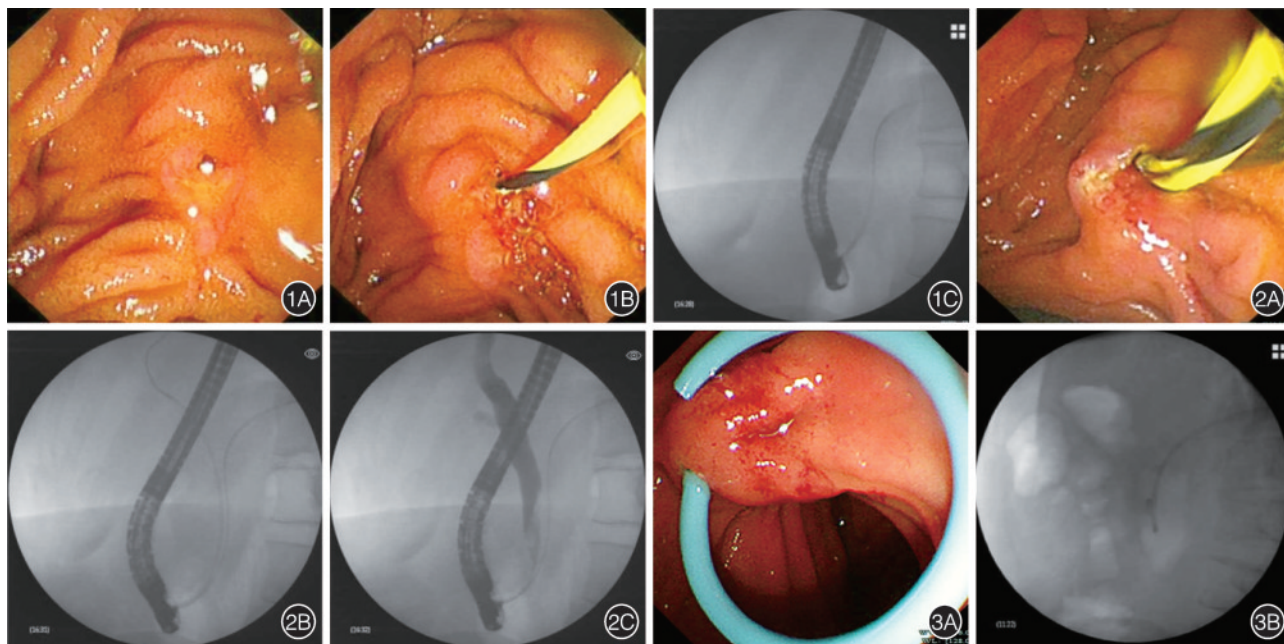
困难胆管插管 1A:十二指肠乳头; 1B:导丝进入十二指肠乳头; 1C:X线透视下可见导丝插入胰管,反复调整仍难以置入胆管
